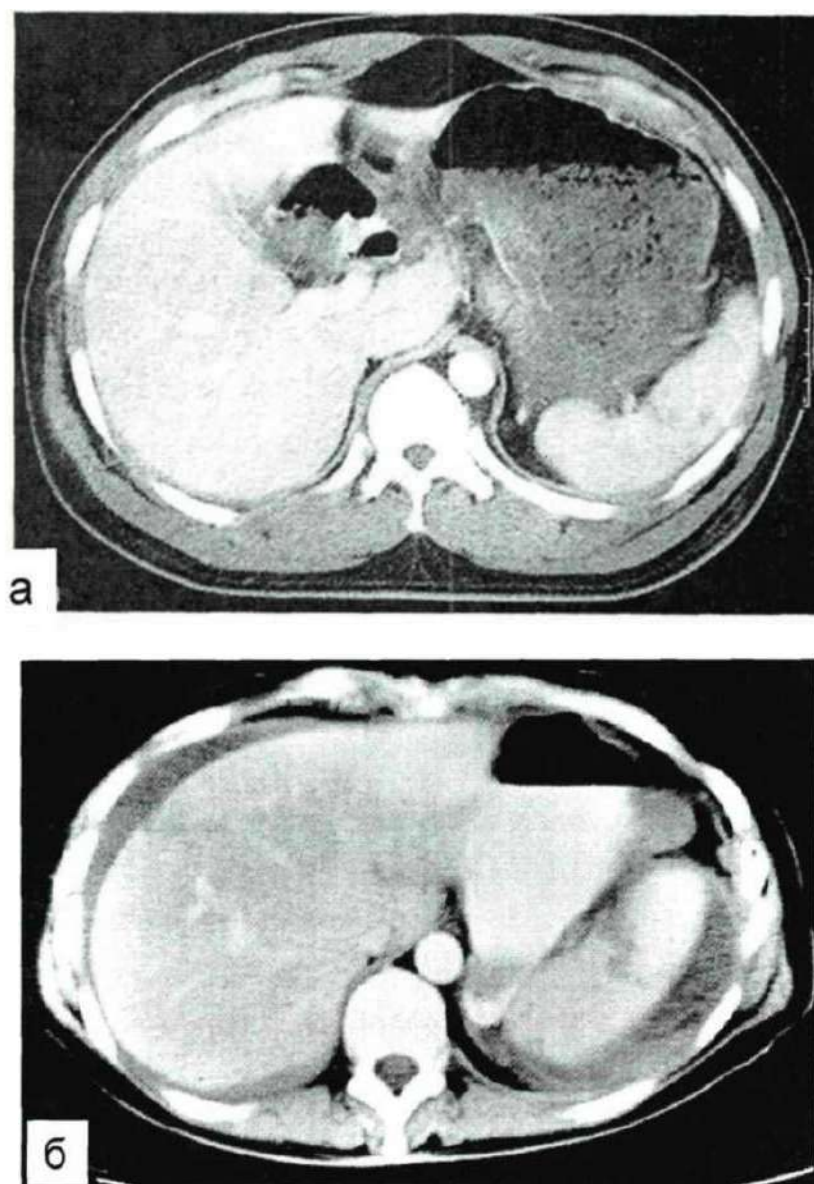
КТ-ознаки пошкодження та гематоми селезінки
